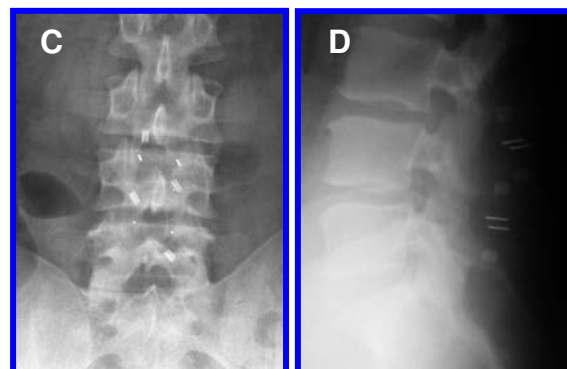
Radiografías preoperatorias (A, B) y a 6 meses de seguimiento (C, D). Podemos ver en proyecciones AP y lateral cómo hay mejoría de los espacios donde se colocó el sistema, aumentándose el espacio interespinal de L3-L4, L4-L5 más evidente en las radiografías simples laterales. Se conserva la columna posterior sin inestabilidad.
